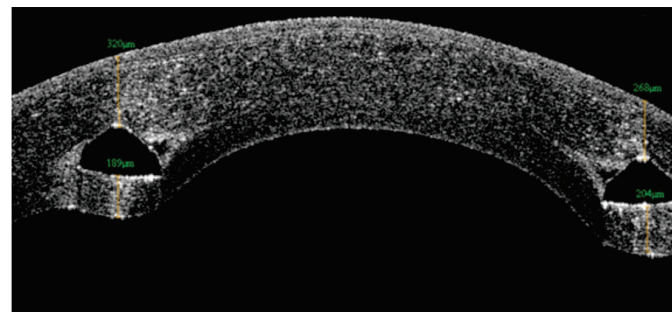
Tomografia de coerência óptica de segmento anterior pós-operatória
